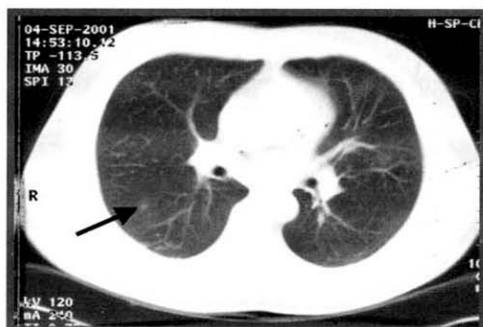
Chest CT shows disappearance of left upper lobe nodules observed on previous CT(5 days ago) and newly developed nodule on anterobasal segment of right lower lobe.
